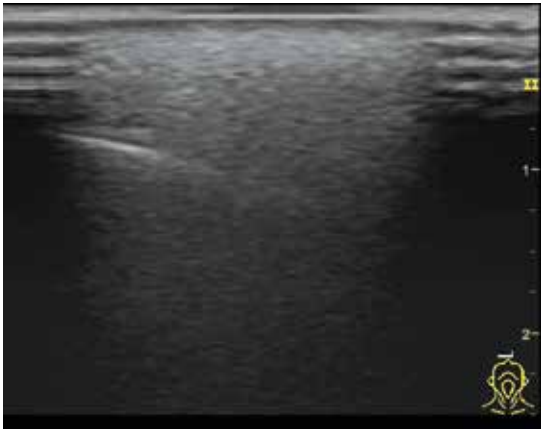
Paciente con masa en región interorbitaria postratamiento cosmético con sustancia no conocida. La ecografía muestra una imagen marcadamente hiperecoica, irregular, que infiltra todas las capas de la piel, el tejido celular subcutáneo y el plano muscular. Característica de la presencia de silicona líquida, localizada en la región interorbitaria frontal.
